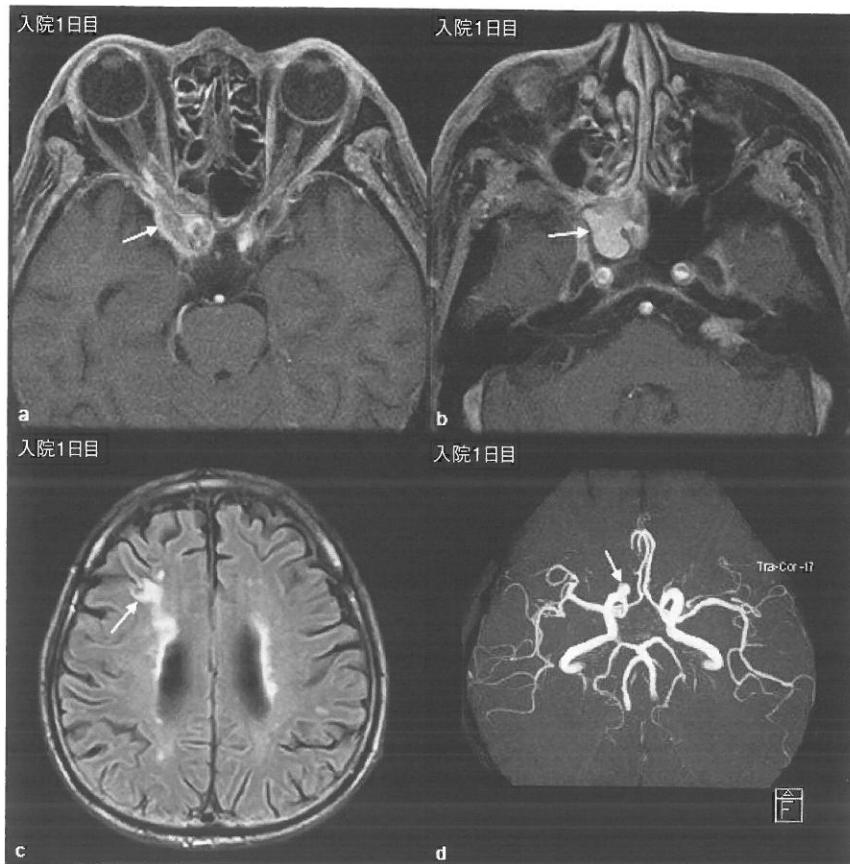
全脳造影MRI(a,b), 全脳造影MRA(c,d)
